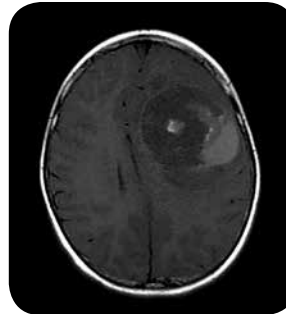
RM con informaci3n T1, axial. En la regi3n frontoparietal izquierda se observa la masa extraaxial de contornos definidos, con predominante baja se3al y algunos focos de alta se3al que corresponden a hemorragias intratumorales, desplaza el par3nquima adyacente, se asocia a hernia subfalcina hacia la derecha con obliteraci3n de las astas frontales de los ventr3culos laterales.
